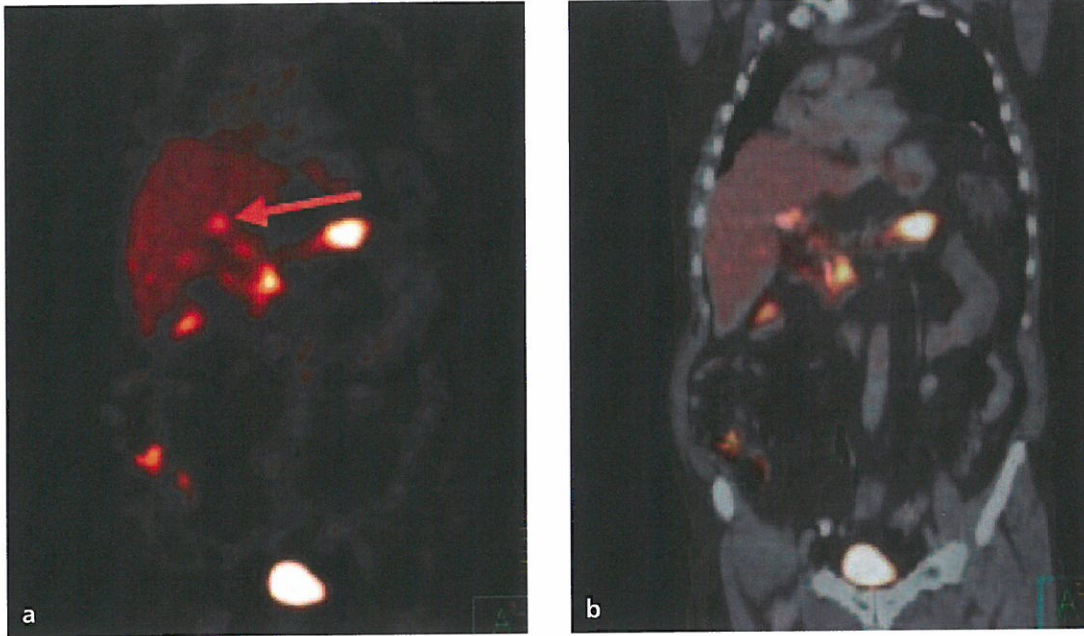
PET-scanner : lésion hypermétabolique en regard du hile hépatique (flèche).
